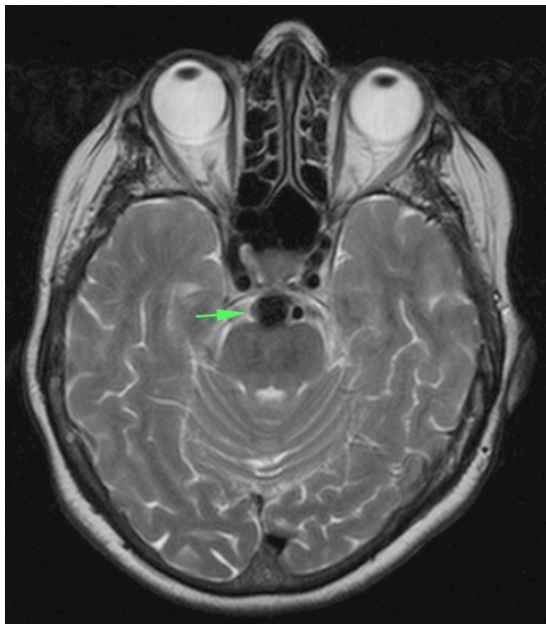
T2-gewichtete MRT eines Aneurysmas des mittleren Abschnittes der A. basilaris.
